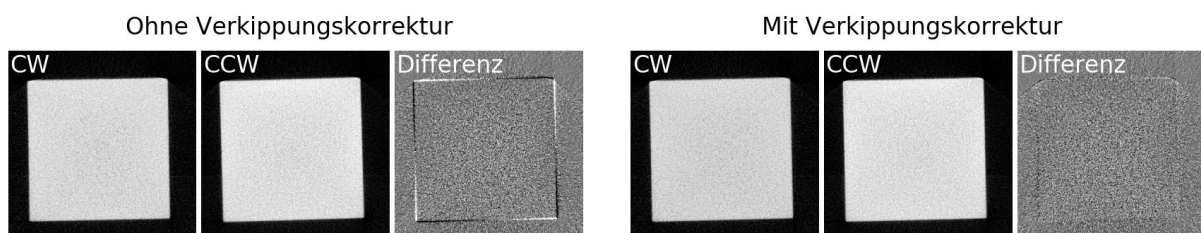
Einfluss der Rotationsrichtung während der Rohdatenaufnahme auf den rekonstruierten CBCT-Datensatz: CBCT-Schnittbilder des Isozentrumswürfels aufgenommen in CW- und CCW-Rotationsrichtung sowie Differenzbild beider Rotationsrichtungen vor und nach Implementierung einer Korrektur gegen Verkippungen um die Rotationsachse in CONEBEAM.
